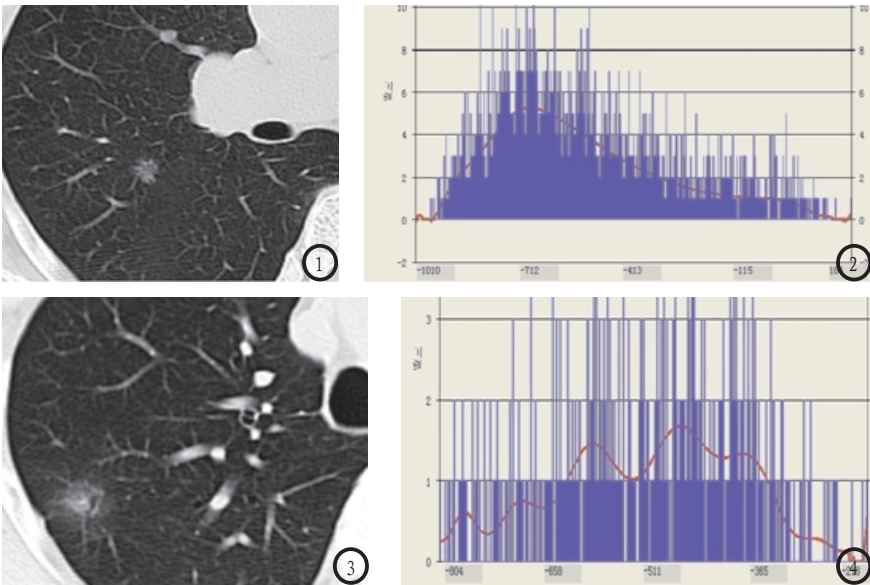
非典型性腺瘤样增生 表现为局灶性磨玻璃样阴影, 边缘不规整呈毛刺样改变。图2 其直方图表现为单峰, CT均值为-553, CT峰值为-698。图3 分化良好的腺癌, 表现为磨玻璃样结节影, 病灶中央可疑实性成分; 图4 其直方图表现为多峰, CT均值为-517, CT峰值为-474。
